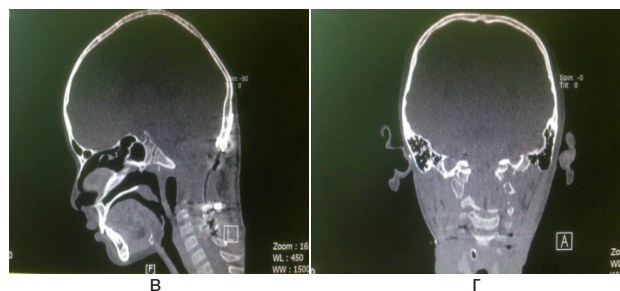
Послеоперационный КТ – контроль
